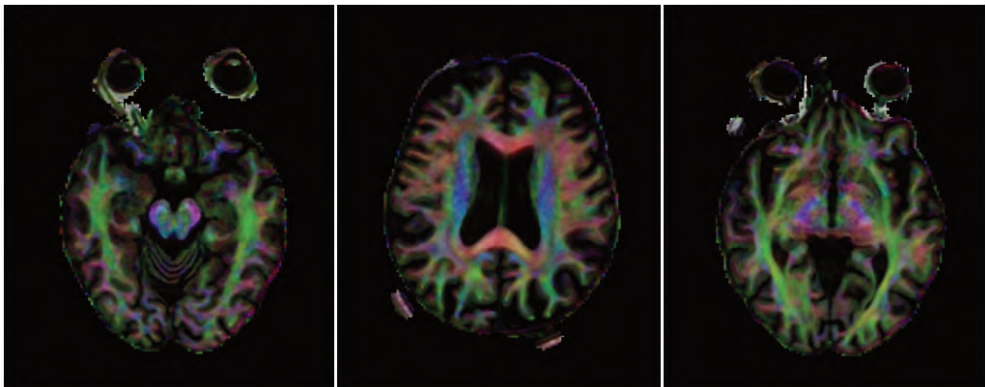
Tractografía de fibras por RM. Mapa de colores con representación de la orientación de las fibras nerviosas en las distintas zonas de la sustancia blanca.
